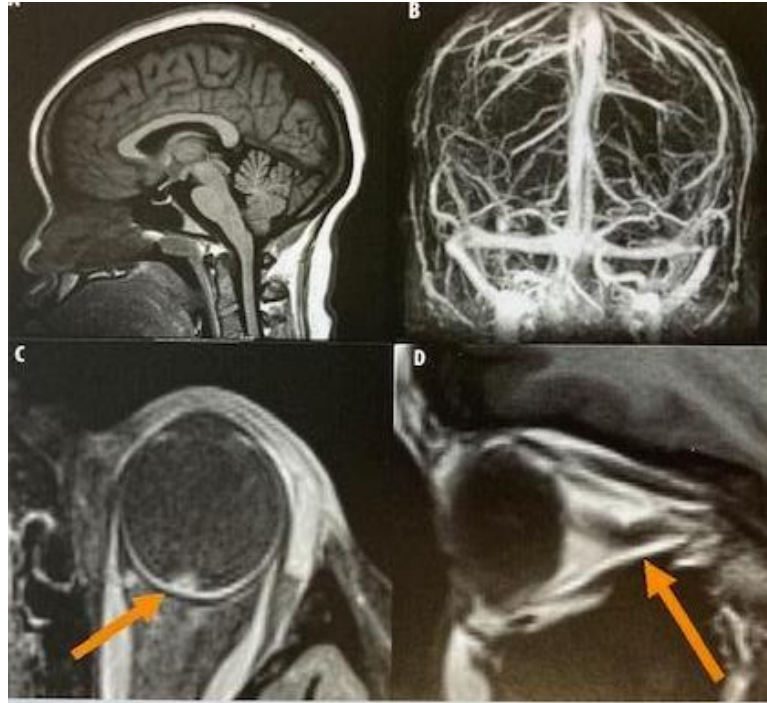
Anomalies IRM au cours de l'HTICI.
